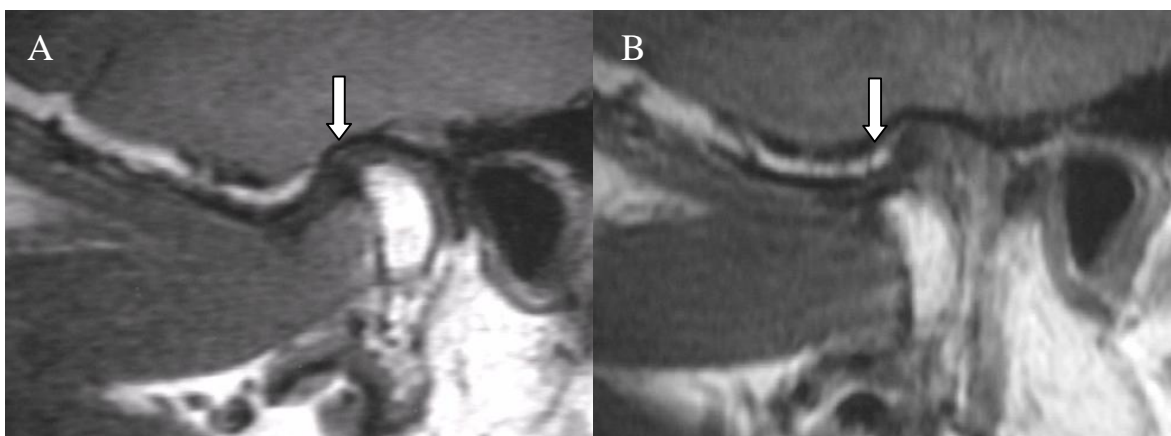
IRM da ATM, no plano parassagital, com a boca fechada (A) e aberta (B), seta figura A, mostra o limite entre disco e zona retrodiscal, seta figura B mostra deslocamento anterior do disco com redução. Fonte: Tese.
